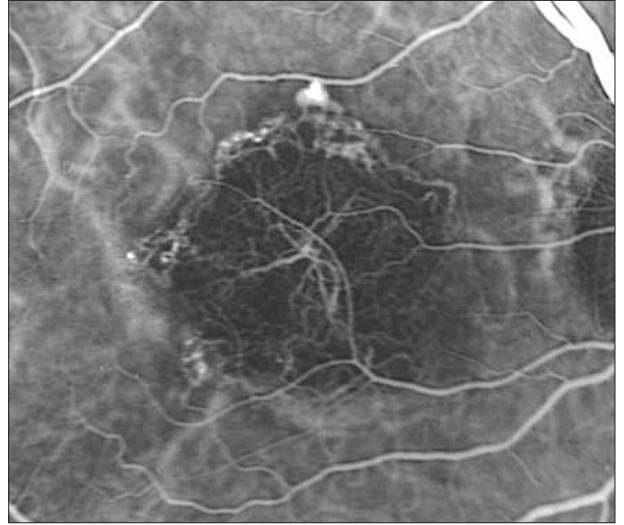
FDT sonrası 6.ayda flöresein anjiyografideki sızıntıda gerileme görülmekte.
